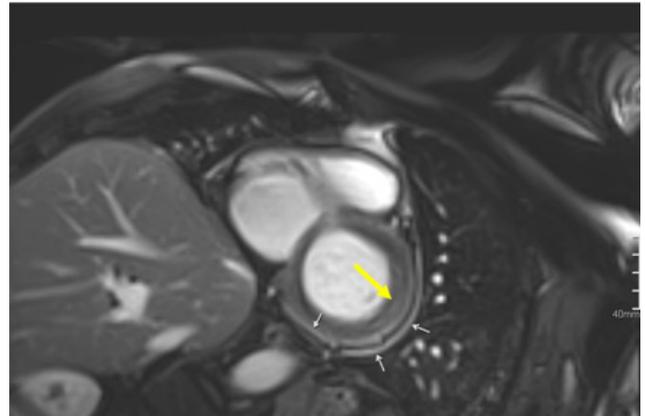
Resonancia magnética de corazón contrastada en la que se evidencia inflamación del pericardio parietal y visceral (flechas blancas) y realce tardío de predominio epicárdico en la pared lateral del ventrículo izquierdo (flecha amarilla).
